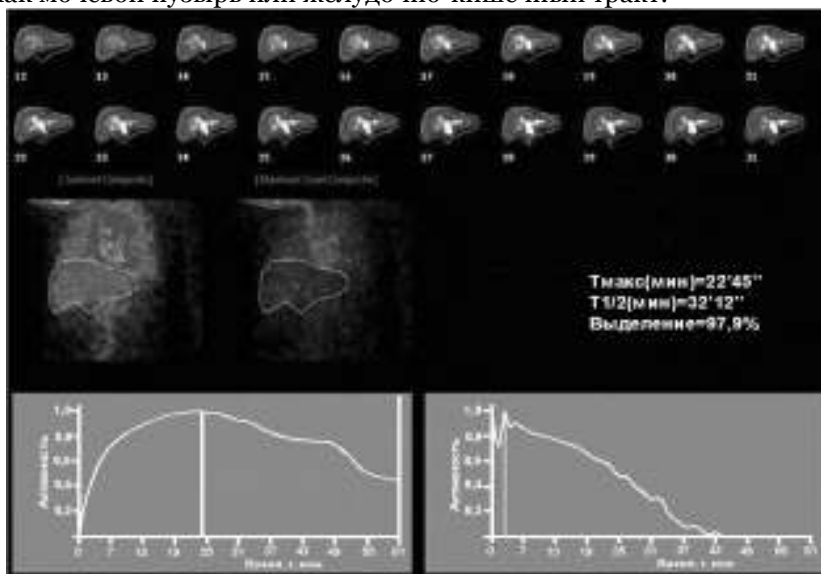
Гепатограмма и динамическая сцинтиграфия печени.
